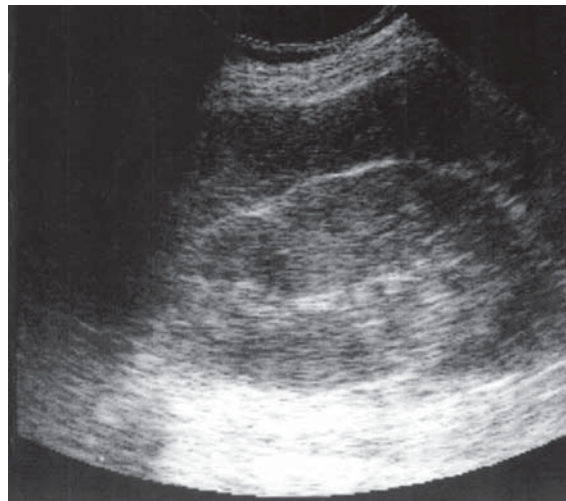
Boală Fanconi. Ecografie. Mici chiste renale situate atât în parenchim cât și în sinus. Ecogenitatea parenchimului crescută. Lipsă de diferențiere corticomedulară. Sinus cu dimensiuni reduse.
